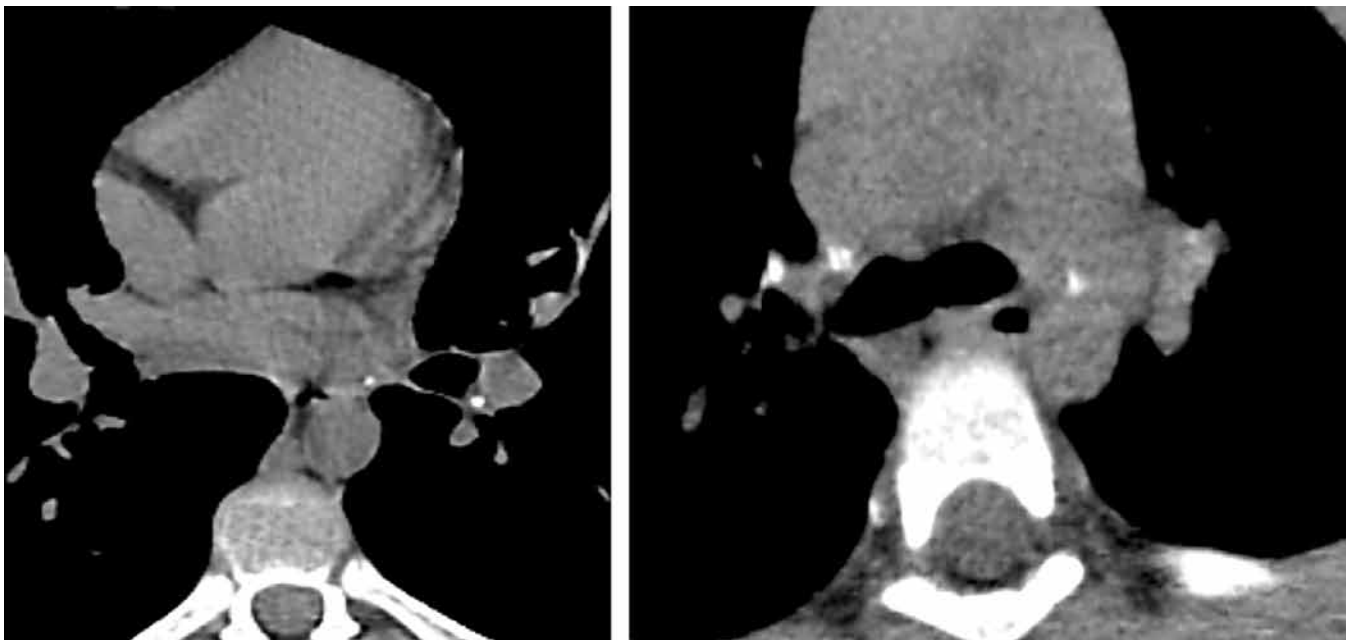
Высокая эффективность визуализации кальцинатов при КТ органов грудной клетки. Компьютерная томография высокого разрешения позволяет достоверно обнаружить кальцинаты во внутригрудных лимфатических узлах грудной клетки, оценить их положение, число, структуру и размер.
